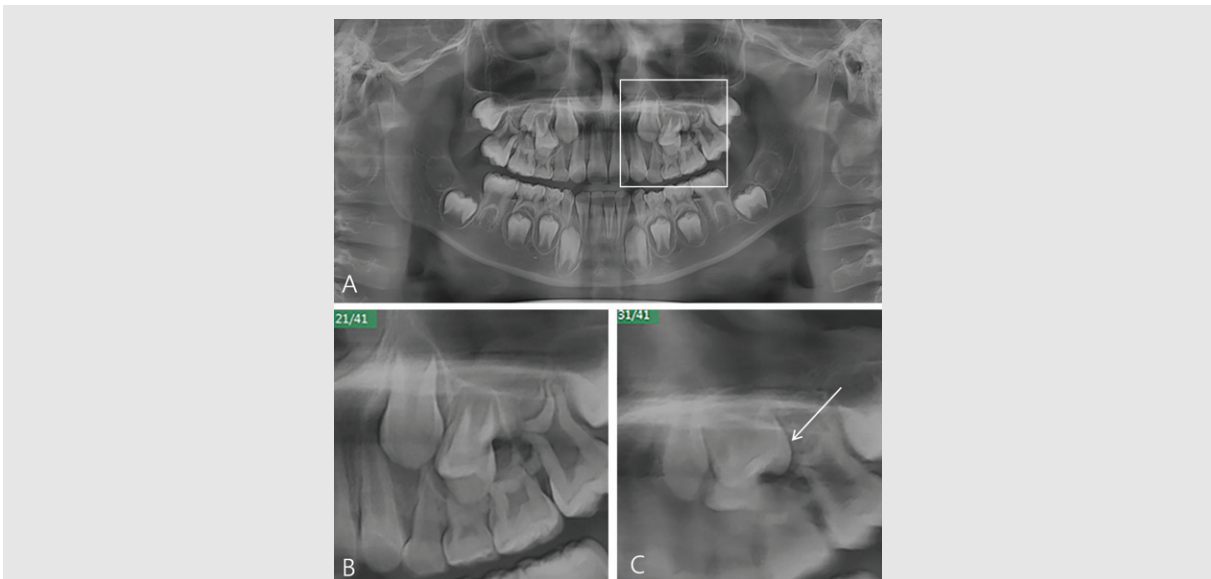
(A) Panoramic radiography shows indistinct #25 tooth germ(white box area). (B) 21th image layer from anterior on multi-layer panoramic view shows distinct #24 tooth germ. (C) 31th image layer from anterior on multi-layer panoramic view shows distinct #25 tooth germ(arrow).
